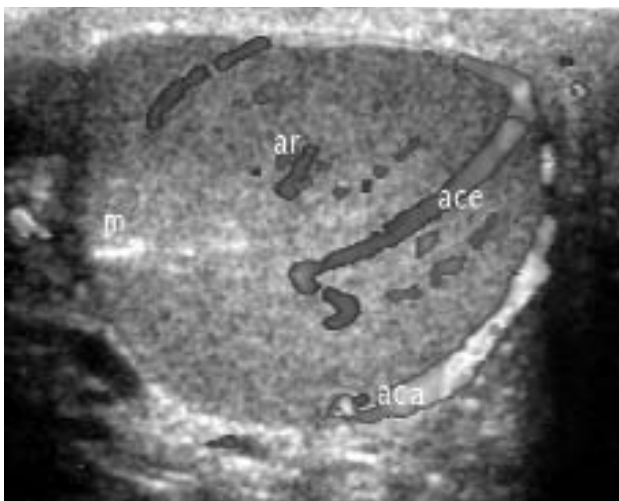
Vascolarizzazione intratesticolare. Scansione assiale con color Doppler. È ben evidente un'arteria capsulare (aca: in rosso), da cui emanano rami centripeti (ace: in blu). Piccole ricorrenti si evidenziano ancora in rosso (ar). m: mediastino. *Intratesticular vascularization. Axial scansion with color Doppler. A capsular artery (aca: in red), from which centripetal branches (ace: in blue) derive, stands out very clearly. Small recurrents are also highlighted in red (ar). m: mediastinum.*
